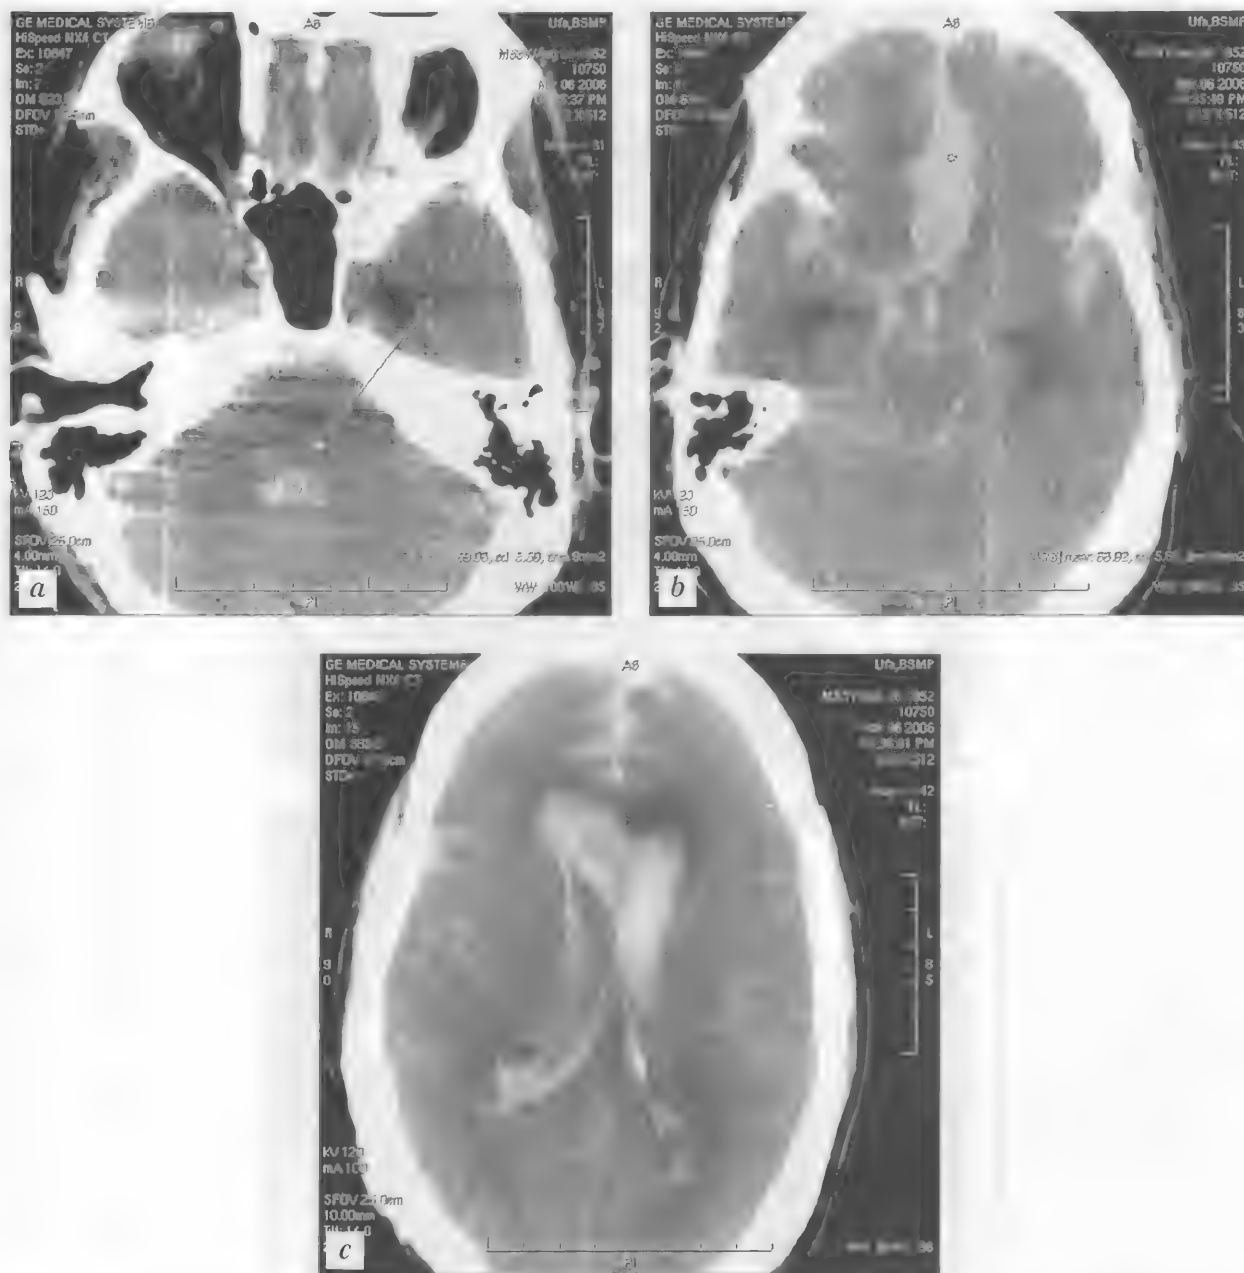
Больной X., 53 года. Массивное субарахноидально-вентрикулярное кровоизлияние с формированием межполушарной гематомы. Тампонада III и IV желудочков мозга. КТ — а—с
